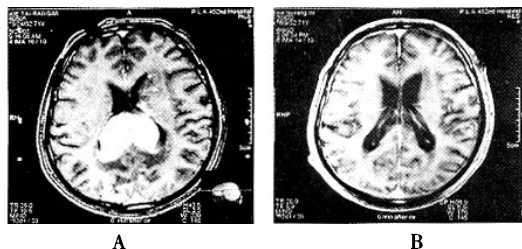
男,72 岁,胸部淋巴瘤颅内转移(MRI)
